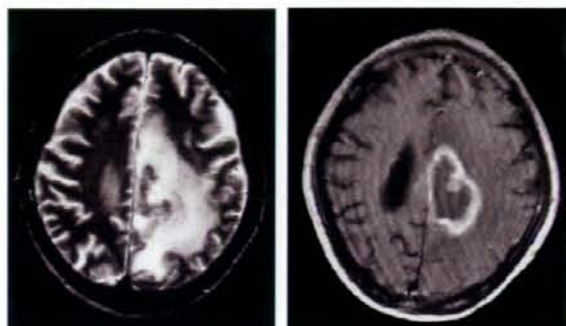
症例2 頭部MRI. 左, T2強調画像. 右被殻に内部不均一で高信号の病変を認める. 右のT1強調画像ガドリニウム増強ではリング状および病変の中心部に増強効果を認めた.
